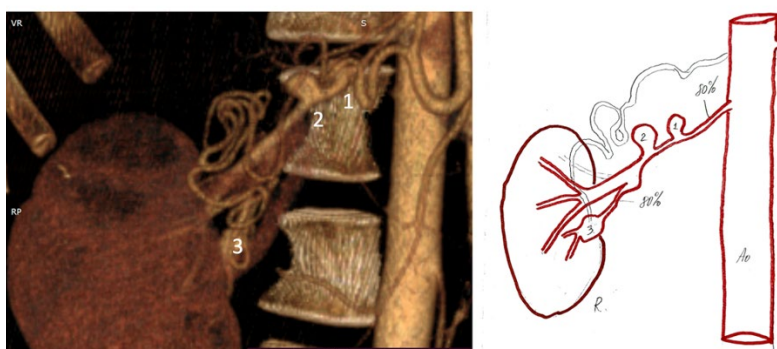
CTA before surgery and scheme of kidney artery aneurysms.
